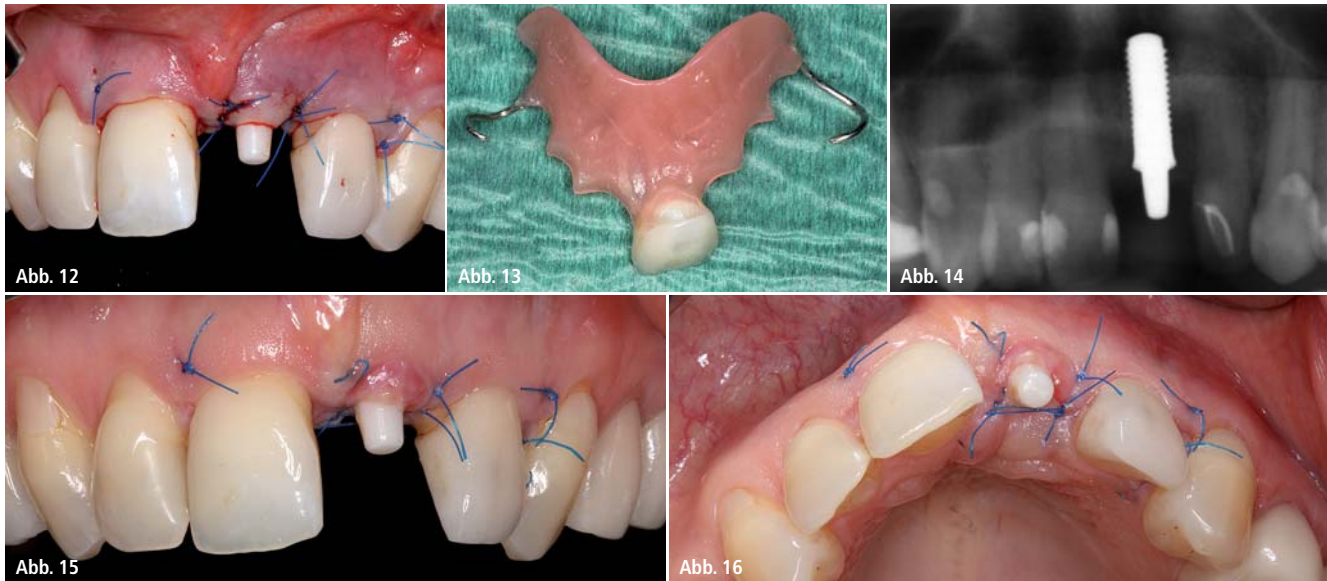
Nahtverschluss, obligatorische transgingivale Einheilung. – Abb. 13: Anpassung des Provisoriums postoperativ. – Abb. 14: Postoperative Röntgenaufnahme zur Kontrolle. – Abb. 15: Reizlose Wundheilung nach zehn Tagen. – Abb. 16: Ansicht von inzisal, vor Entfernung der Fäden.
